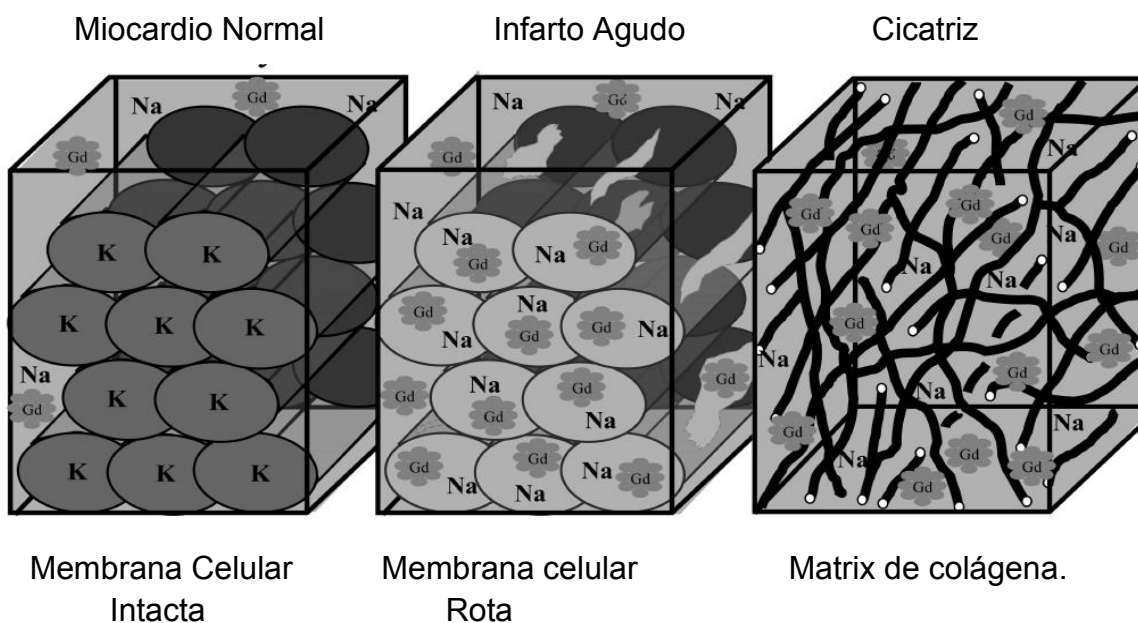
La figura indica el comportamiento del gadolinio (Gd) en el miocito normal intacto (izquierda), miocitos con ruptura de membrana como es el caso del infarto de miocardio (media) y cuando existe cicatriz tras un infarto de miocardio (derecha). Tomado de Mahrholdt, Heiko; Wagner, Anja Et Al Delayed enhancement cardiovascular magnetic resonance assessment of non-ischaemic cardiomyopathies. *European Heart Journal* (2005) 26, 1461-1474. Con autorización.
